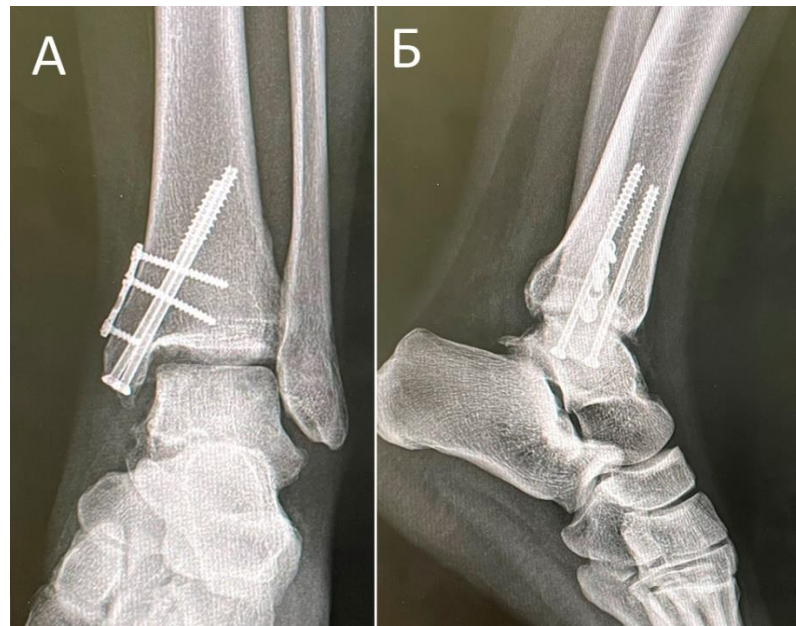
Рентгенограммы левого голеностопного сустава пациентки через 12 месяцев после операции: А – прямая проекция, Б – боковая проекция.
